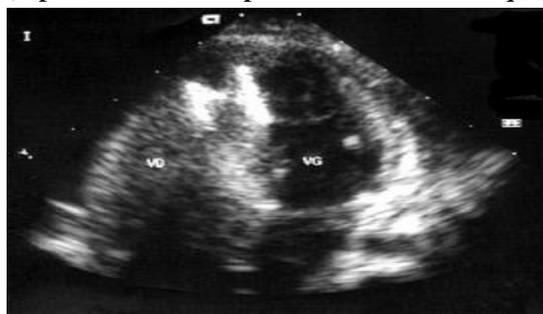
Échocardiographie en coupe apicale des quatre cavités d'un dispositif de type Amplatzer placée dans une CIV musculaire trabéculée du tiers inférieur septal. [5]
